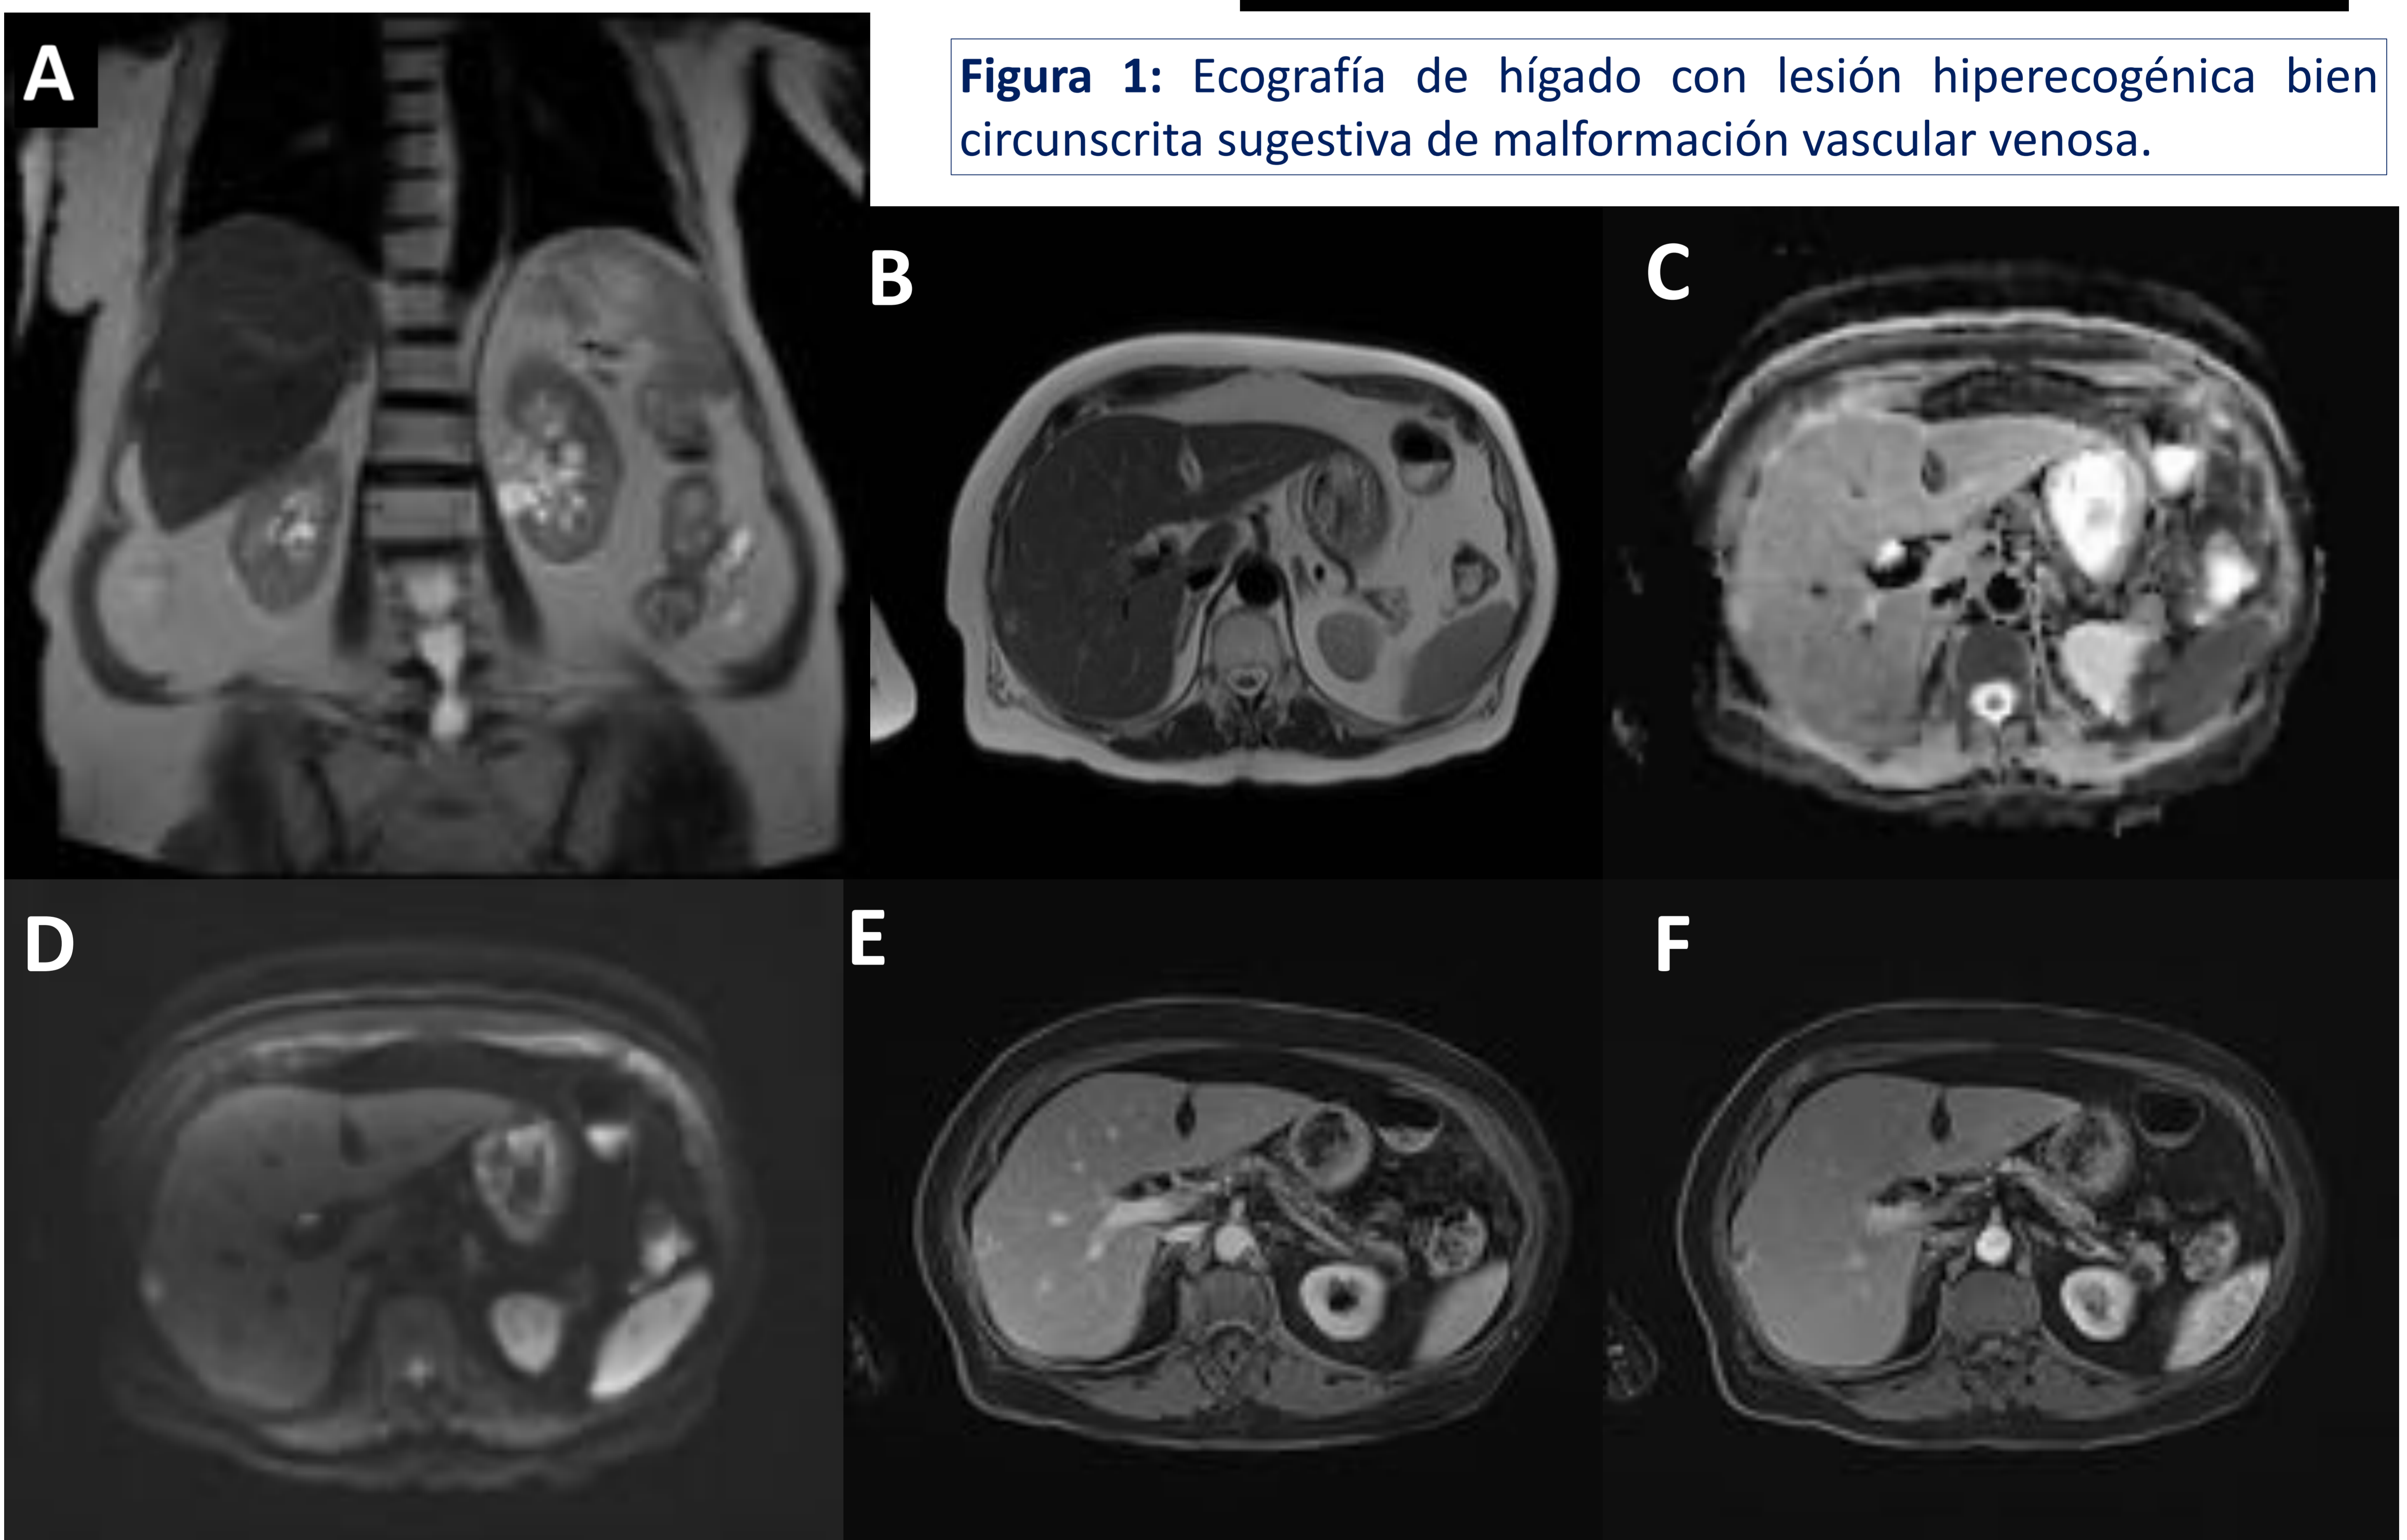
Resonancia magnética con secuencias T2 coronal (A), axiales T2 (B), mapa adc (C), difusión (D) y T1 Dixon con gadolinio (E y F). Lesión hiperintensa en T2, que no restringe y capta contraste de forma centripeta en segmentos 6-7 hepáticos, en relación con malformación vascular venosa.
